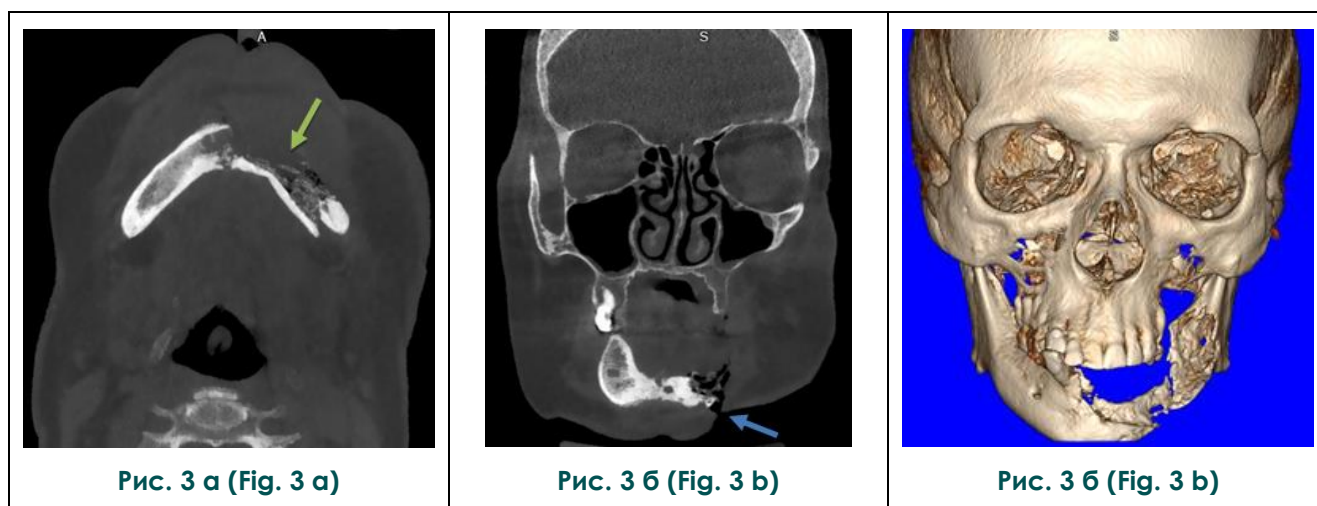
МСКТ, а - аксиальная плоскость, б - фронтальная плоскость, в - 3D-реконструкция.
